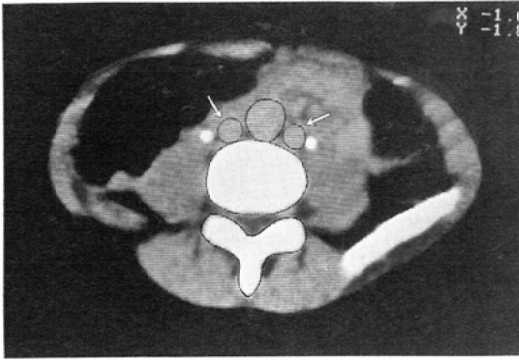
a. CT with contrast enhancement at the level of the iliac crest showing bilateral venae cavae (arrows).
